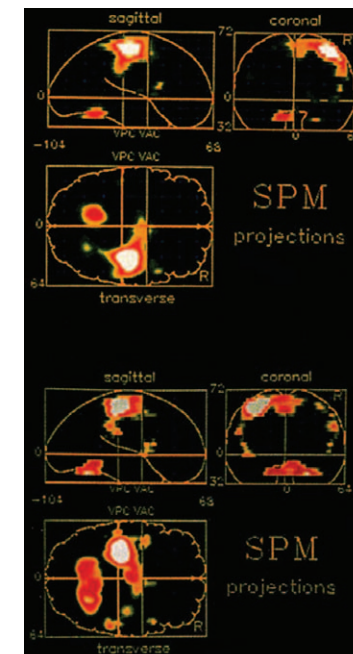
脳梗塞後、完全回復した麻痺側手指の対立運動時のPET画像
